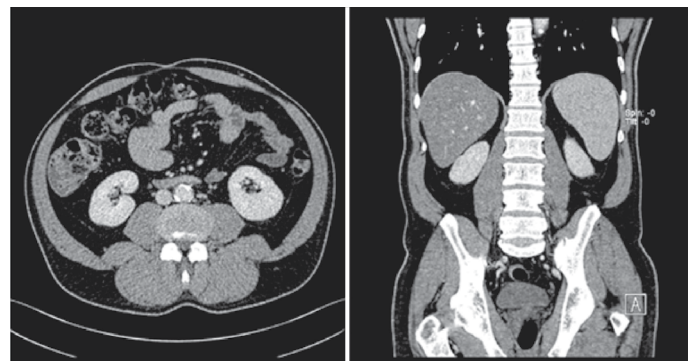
Tomografia computadorizada de abdômen.
